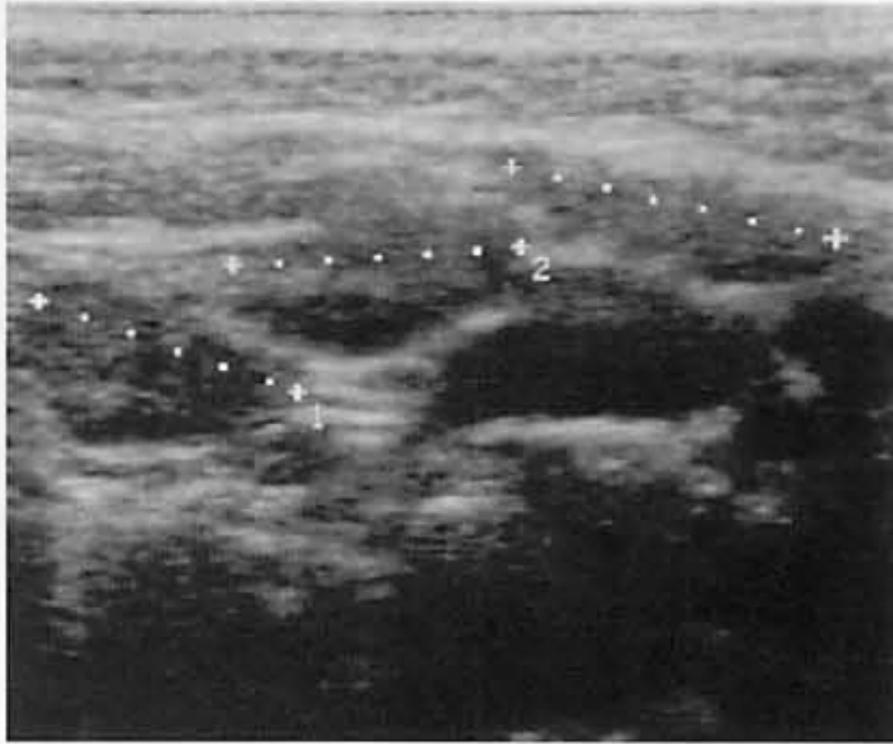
PFAPA 症候群で見られる頸部リンパ節腫脹の超音波検査所見 (3歳男児, 自験例)
